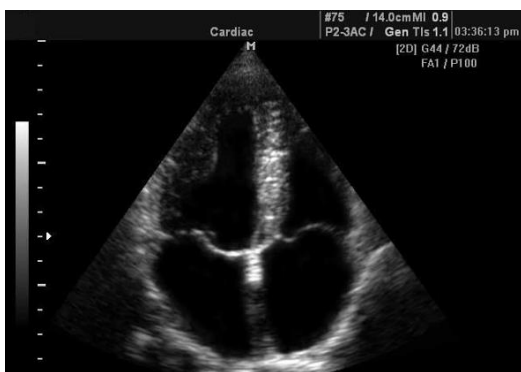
Эхокардиография. Апикальная четырехкамерная позиция (клиники Мейо).
